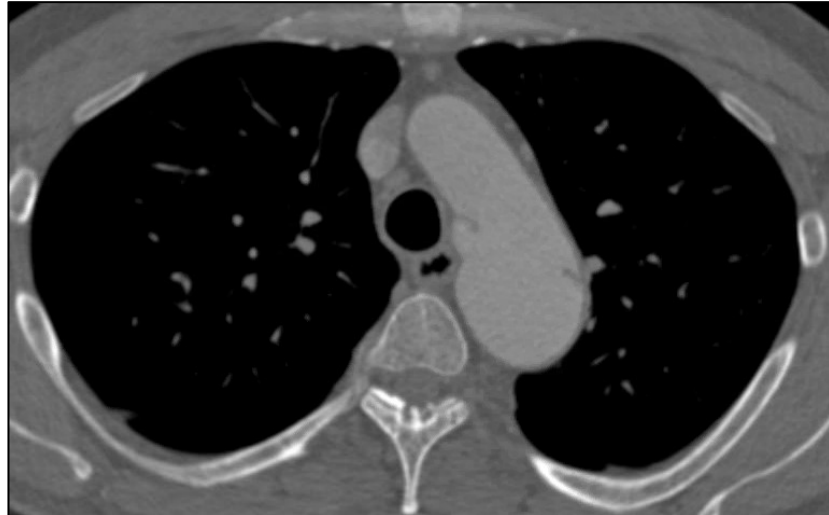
CTA Thorax Aufnahme in axialer Ansicht der dissezierten Aorta mit großem Entry in der Dissektionsmembran
